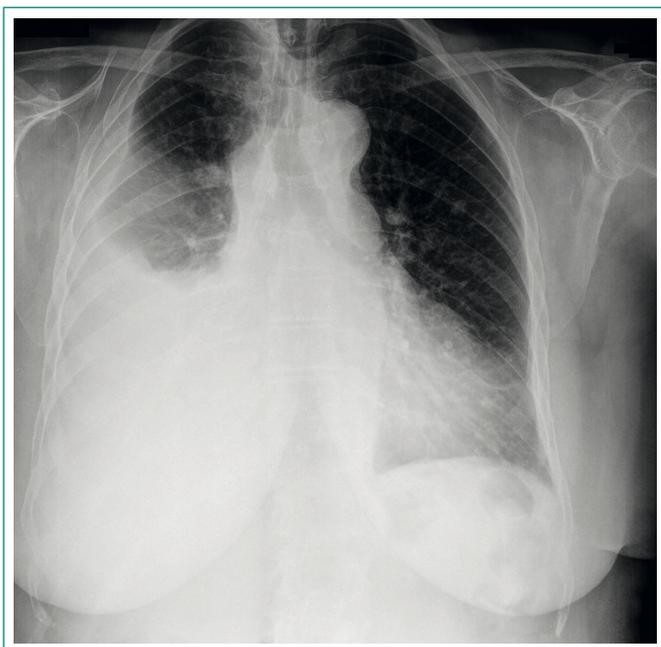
Radiografía de tórax. Véase explicación en el texto
